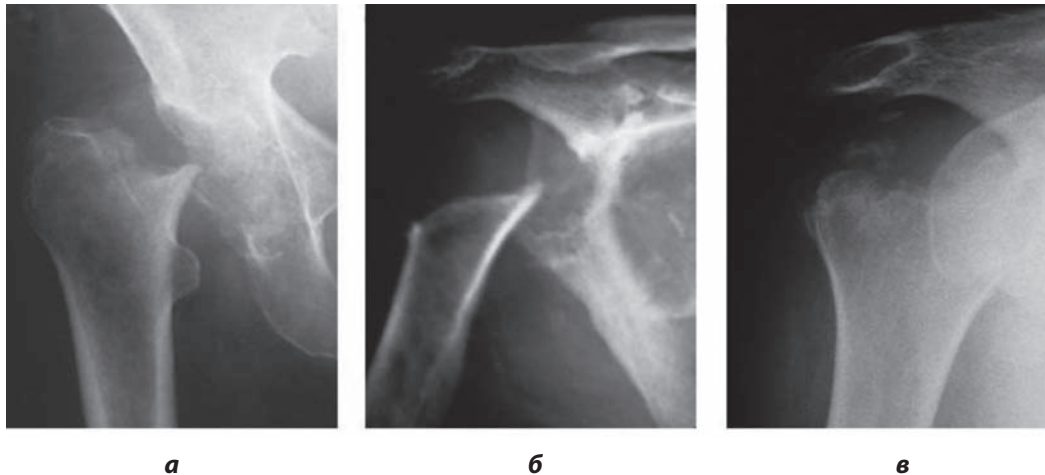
Рентгенограмма правой бедренной кости 77-летней женщины через 10 недель после падения с полной резорбцией проксимального отдела бедренной кости; б – рентгенограмма массивного остеолизиса проксимального отдела плечевой кости 83-летней женщины; в – рентгенограмма правой плечевой кости 56-летней женщины с лизисом головки плечевой кости. Видны только фрагменты кости
